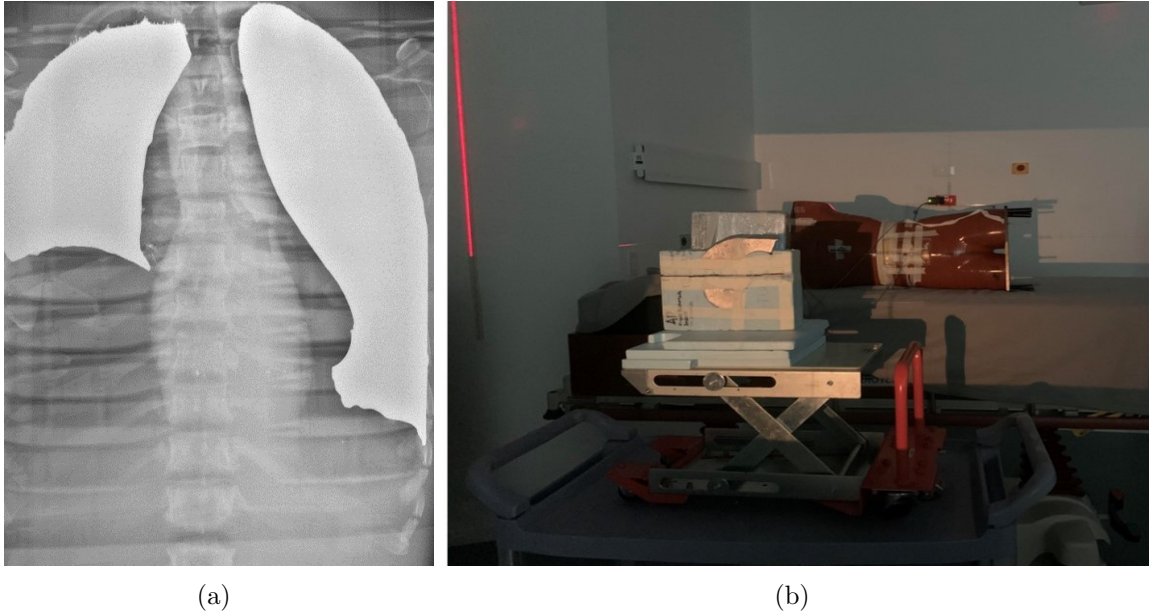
(a) Radiografía de tórax con la proyección de las protecciones pulmonares sobre el fantoma. (b) Disposición para la técnica TBI AP/PA.
